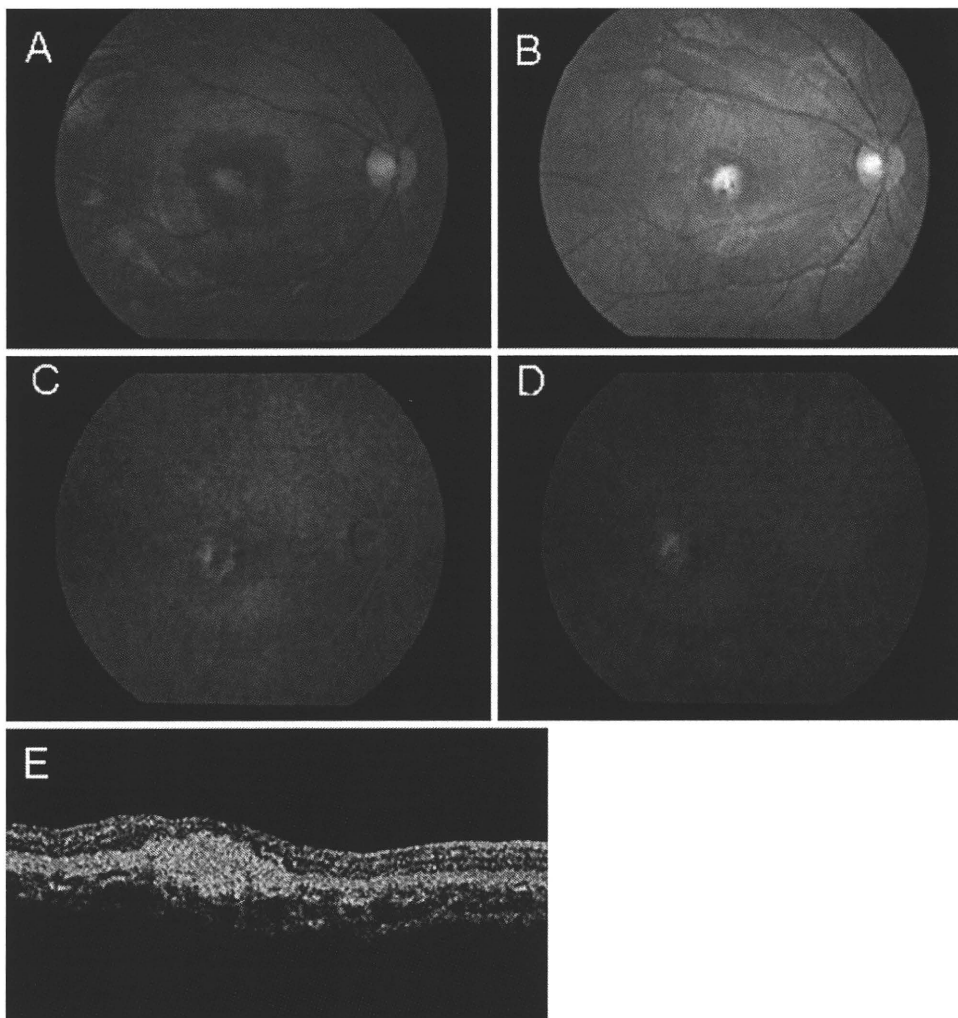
Fundus images of the current case. A When the patient was 11 years old, the fundus of his right eye showed a yellow lesion resembling exudates or fibrous tissue surrounded by subretinal hemorrhage in the macula. B When he was 13 years old, the fundus showed a yellow lesion resembling fibrous tissue. C, D Fluorescein angiography showed leakage with fibrous tissue remaining in the right macula (C early phase; D late phase). E Optical coherence tomography demonstrated a highly reflective mass extending not only to the outer retinal layer and retinal pigment epithelium but also to the Bruch's membrane and choroidal tissue.
